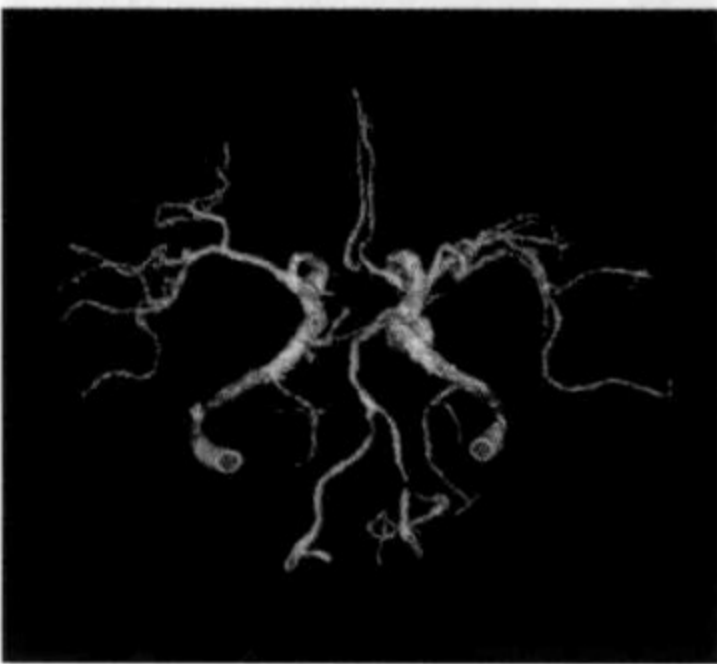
右侧基底节出血, CTA 显示双侧椎动脉节段性狭窄
